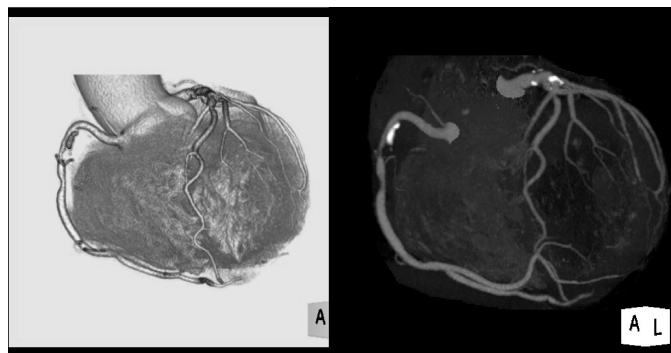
Coronary-CT 3D (左)、MIP (右)
